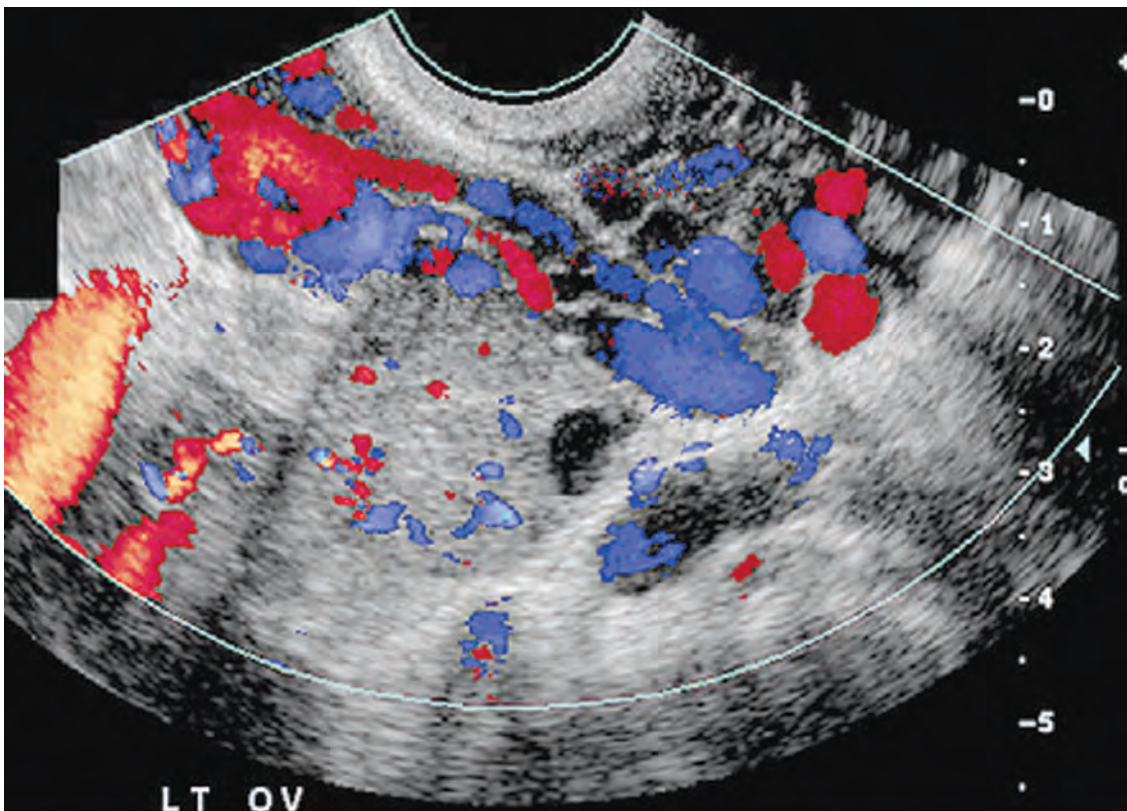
Dilatación y lagos venosos de vasos pélvico en dúplex color. Foto tomada de Cicchiello LA. *Ultrasound Evaluation of Gynecologic Causes of Pelvic Pain. Ultrasound Clin; 2010. P.209-31.*
